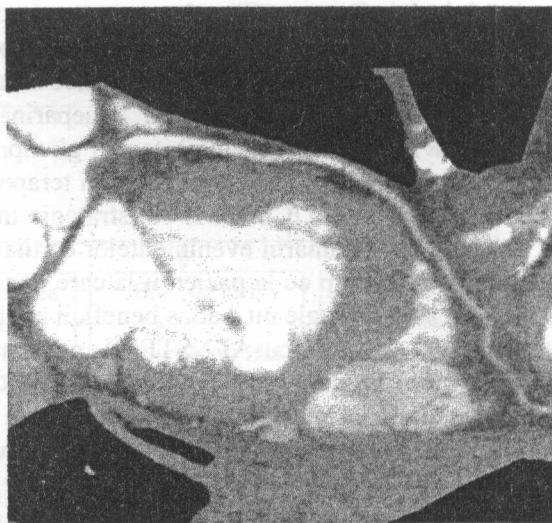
Angiografia coronariană prin CT 64-Slice: stenoza semnificativă în segmentul proximal al arterei coronare stângi anterior descendente.
